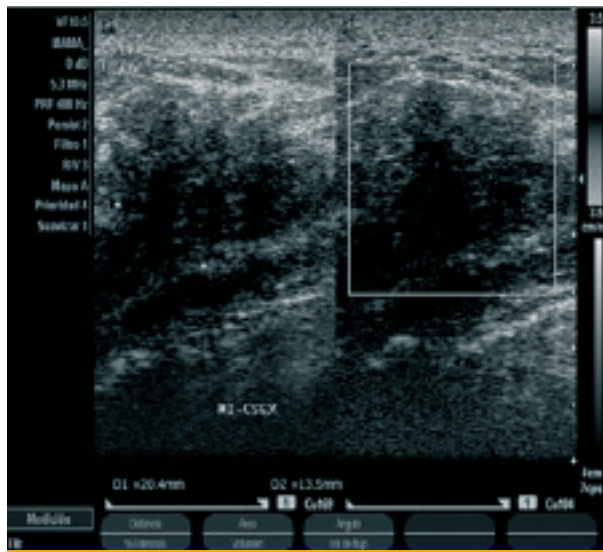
Ecografía mamaria en la mastopatía diabética. Lesión ocupante de espacio hipoecóica, heterogénea, irregular, de bordes especulados y con marcada sombra acústica posterior
